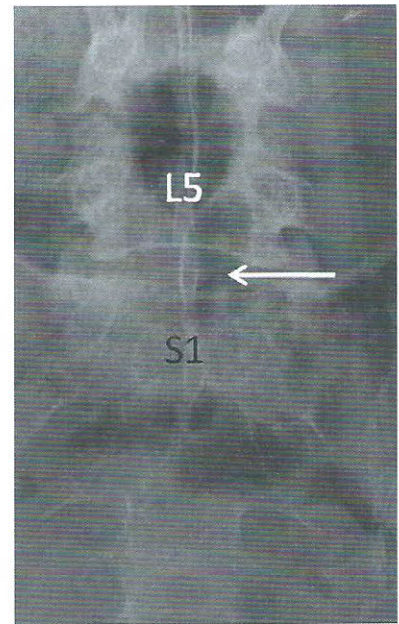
Radiographie du rachis lomboire de face centrée sur la charnière lombo-sacrée
